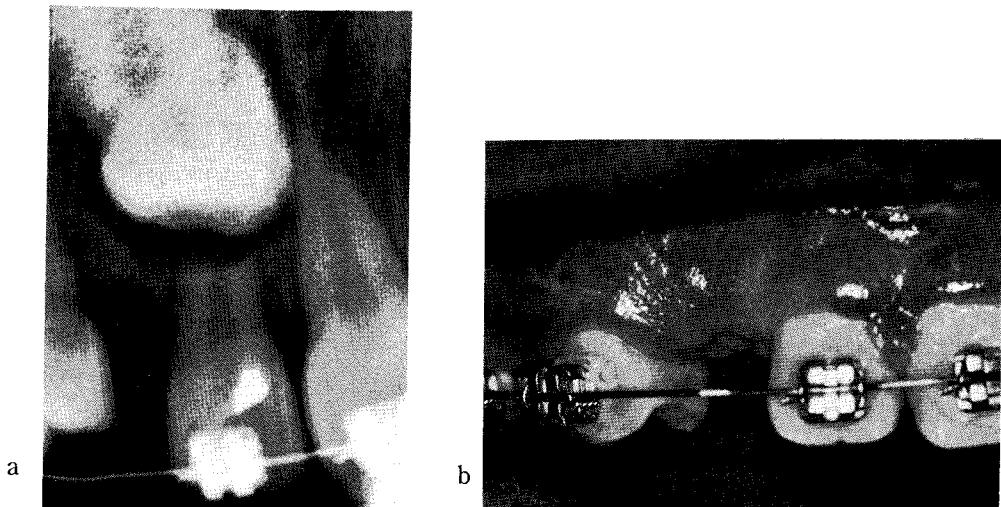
a. Preoperative intraoral radiograph. Impacted canine resorbing the root of lateral incisor can be observed.
